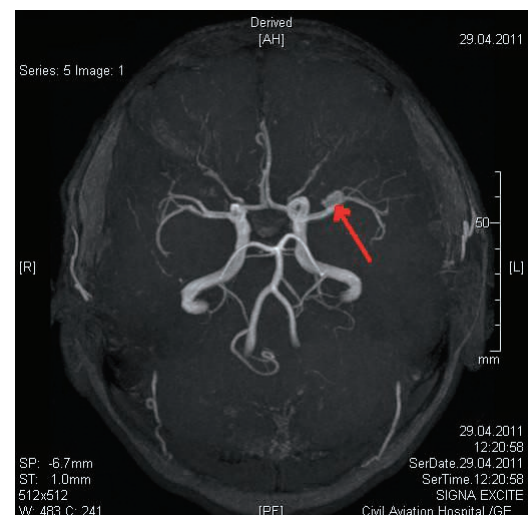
МРТ больного Р. Аневризма средней мозговой артерии средних размеров на границе M1-2 сегментов слева
